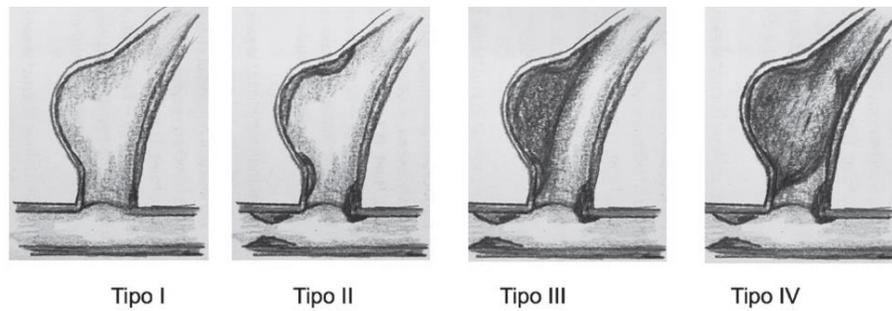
Clasificación con base en los hallazgos ubicados en estudios contrastados o ultrasonido doppler
